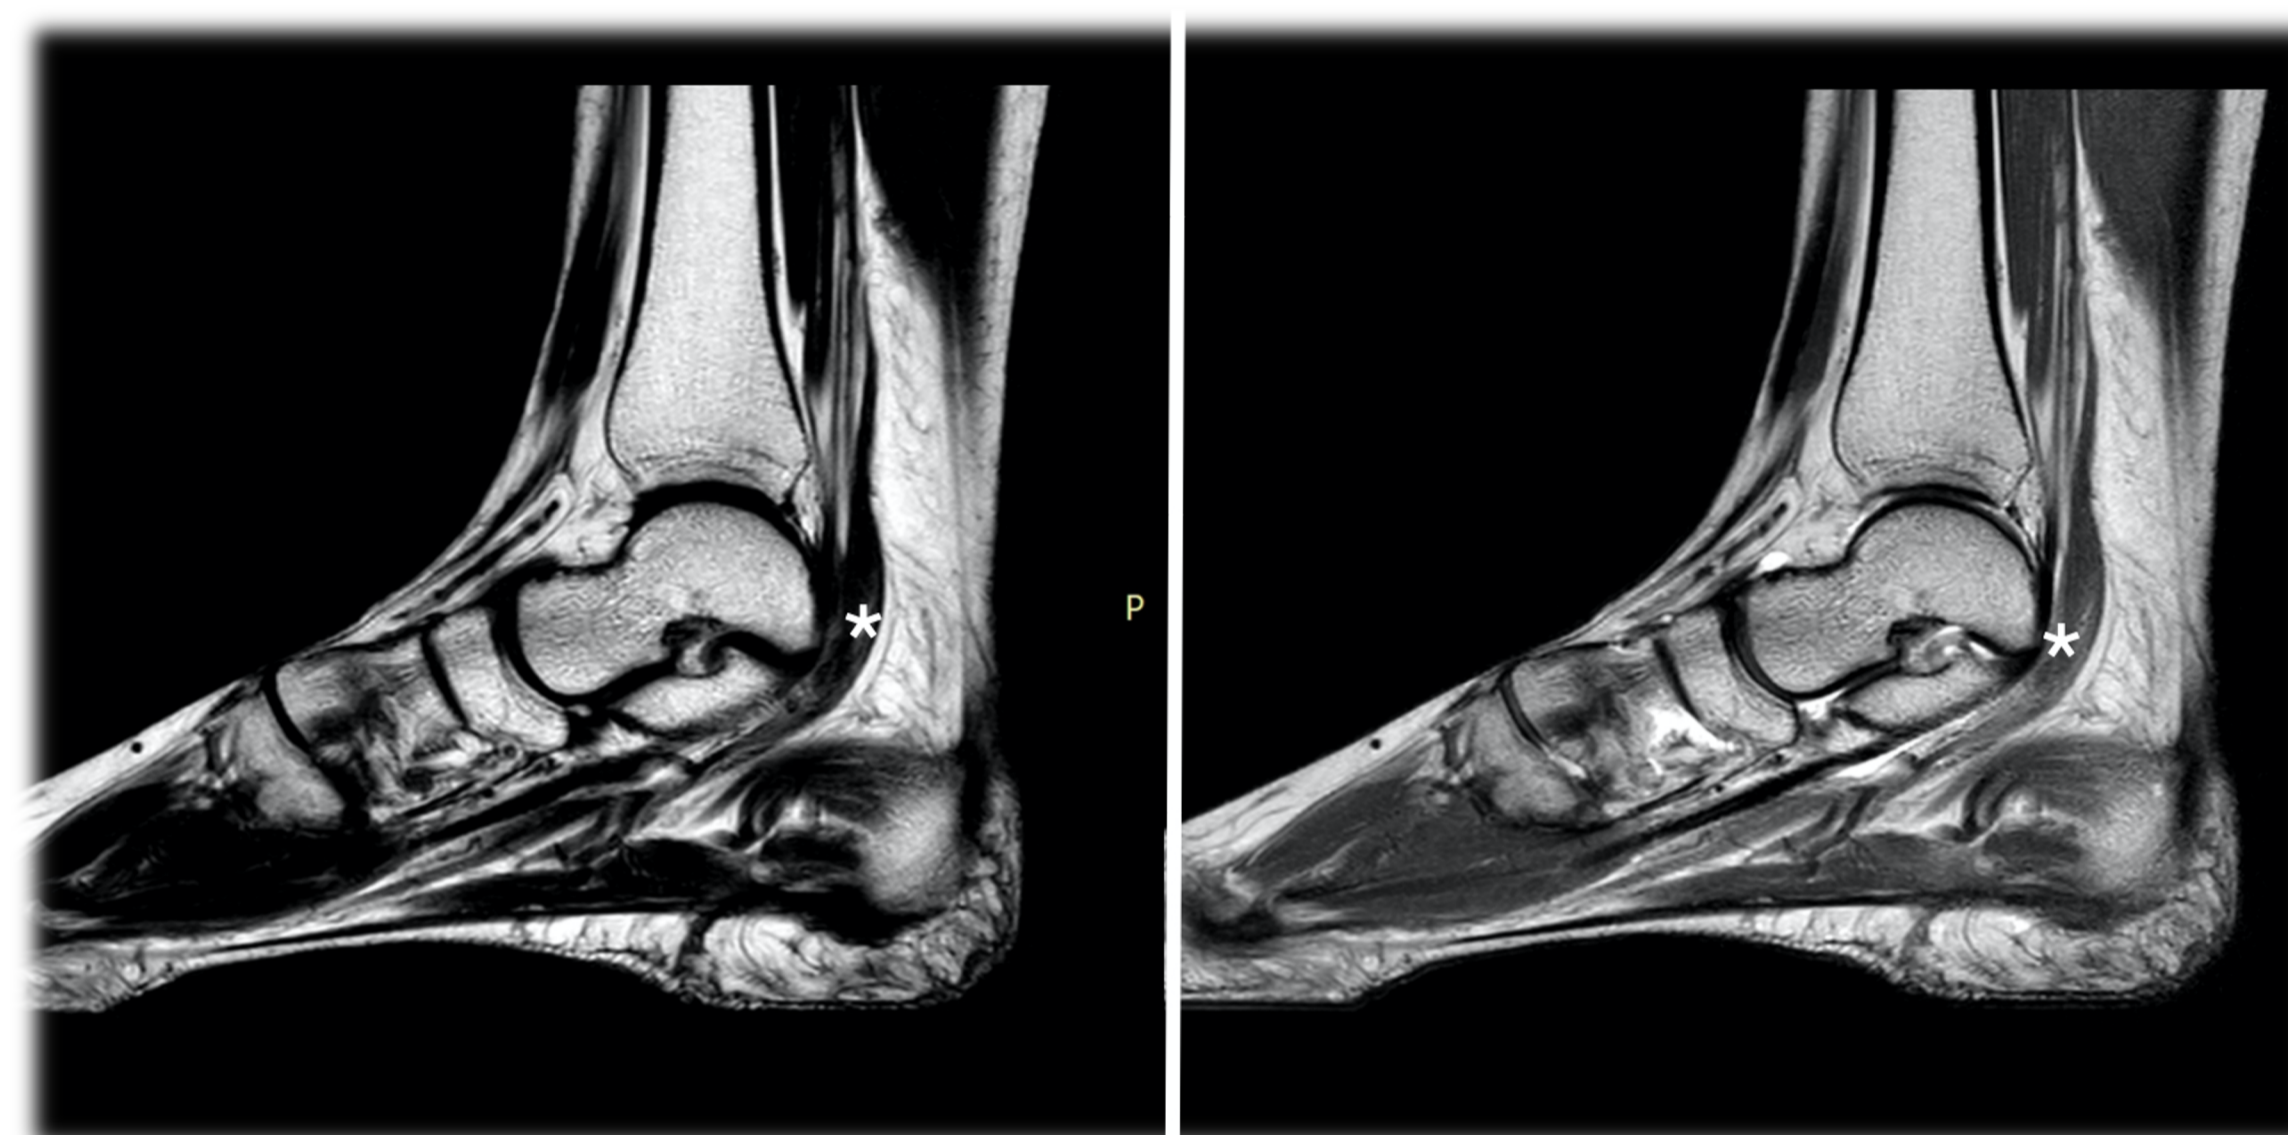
Resonancia Magnética
